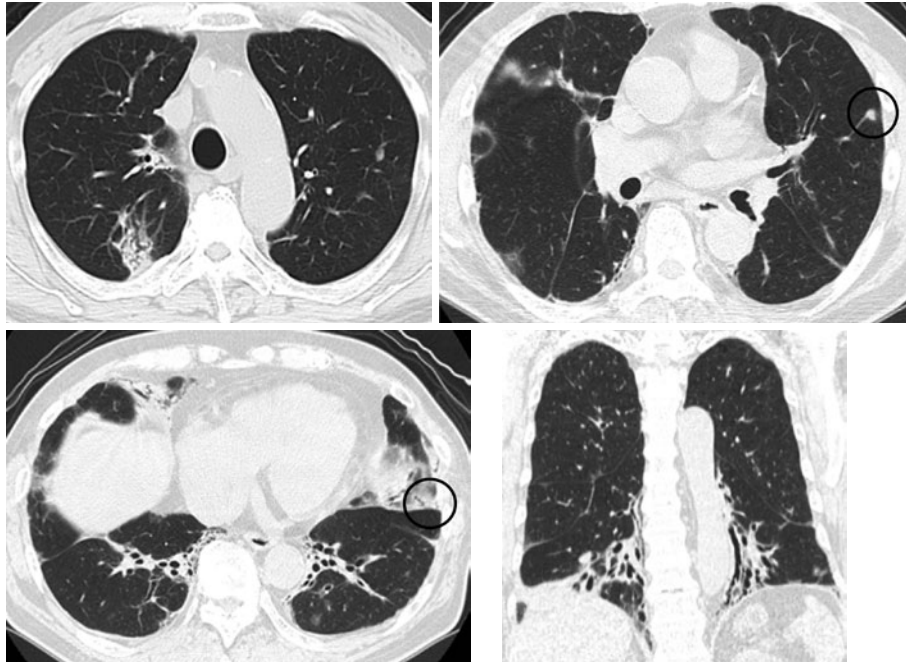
Chest computed tomogram on admission demonstrates partial consolidation with air-bronchogram signs in the right upper lobe, patchy ground-glass phenomena in both upper lobes, and peribronchial opacities with bronchiectasis in the bilateral lower lobes. Circle: VATS proven site.
